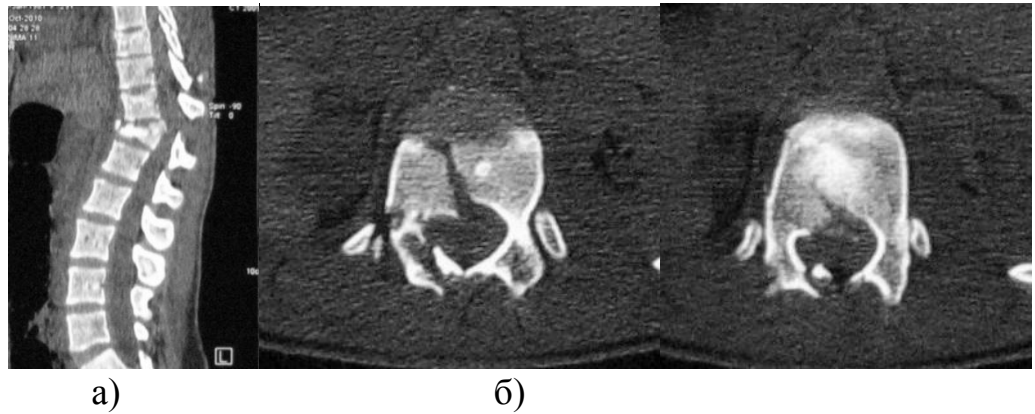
КТ-граммы больной Ш. после травмы (стеноз несколькими фрагментами тела позвонка и дужек). а) – сагиттальная проекция; б) – аксиальная проекция.
